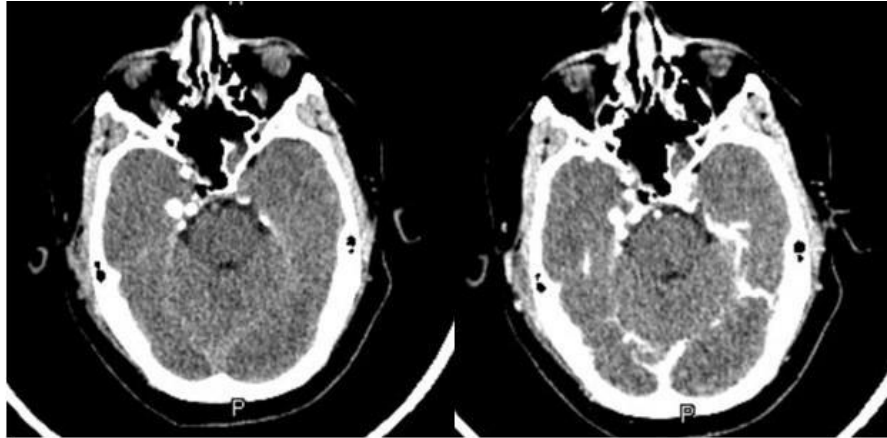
Imágenes de tomografía axial postoperatorias donde se documenta ausencia de sangrado en lecho quirúrgico, con resección subtotal de componente intracavernoso con persistencia de calcificación en apófisis clinoides posterior derecha.
